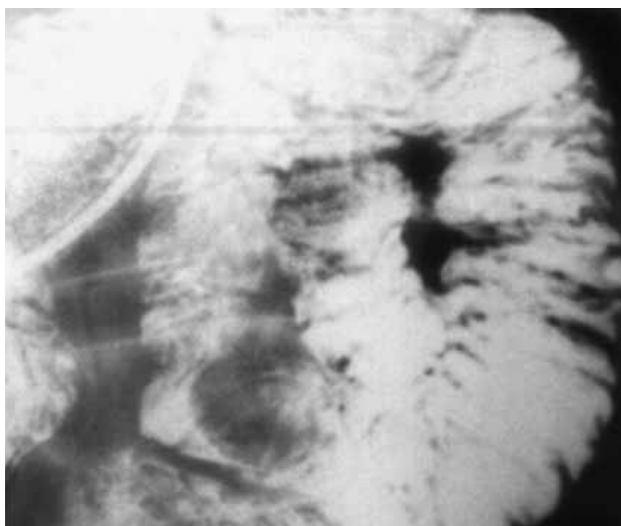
Фрагмент рентгенограммы контрастированной тощей кишки больной Д., 70 лет. Множественные дивертикулы тонкой кишки.
